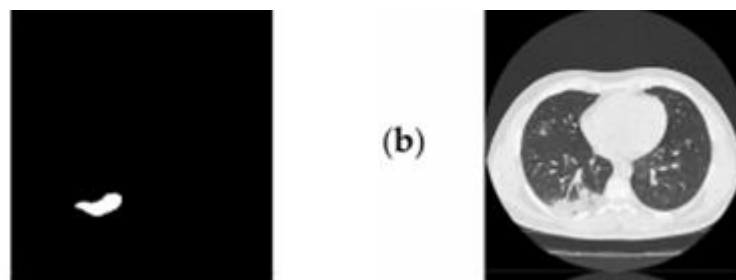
5:image CT thoracique b)sortie la mask détectée par U-Net.
